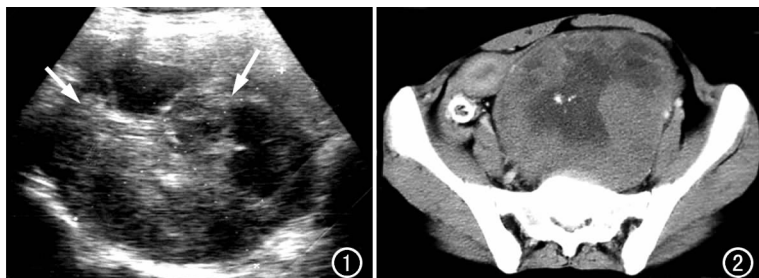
超声示盆腔左侧一大约 19cm×15cm×14cm 的不均匀低回声肿块(箭), 中央有坏死囊变, 并可见小斑片状钙化, 肿块与子宫和卵巢分界清楚。图 2 CT 示盆腔腹膜后中线略偏左侧一巨大囊实性类圆形肿块, 境界清楚, 边缘规整, 其周边有轻度不均匀强化, 肿瘤内有坏死囊变, 并可见小斑片状钙化, 邻近器官组织明显受压移位。
